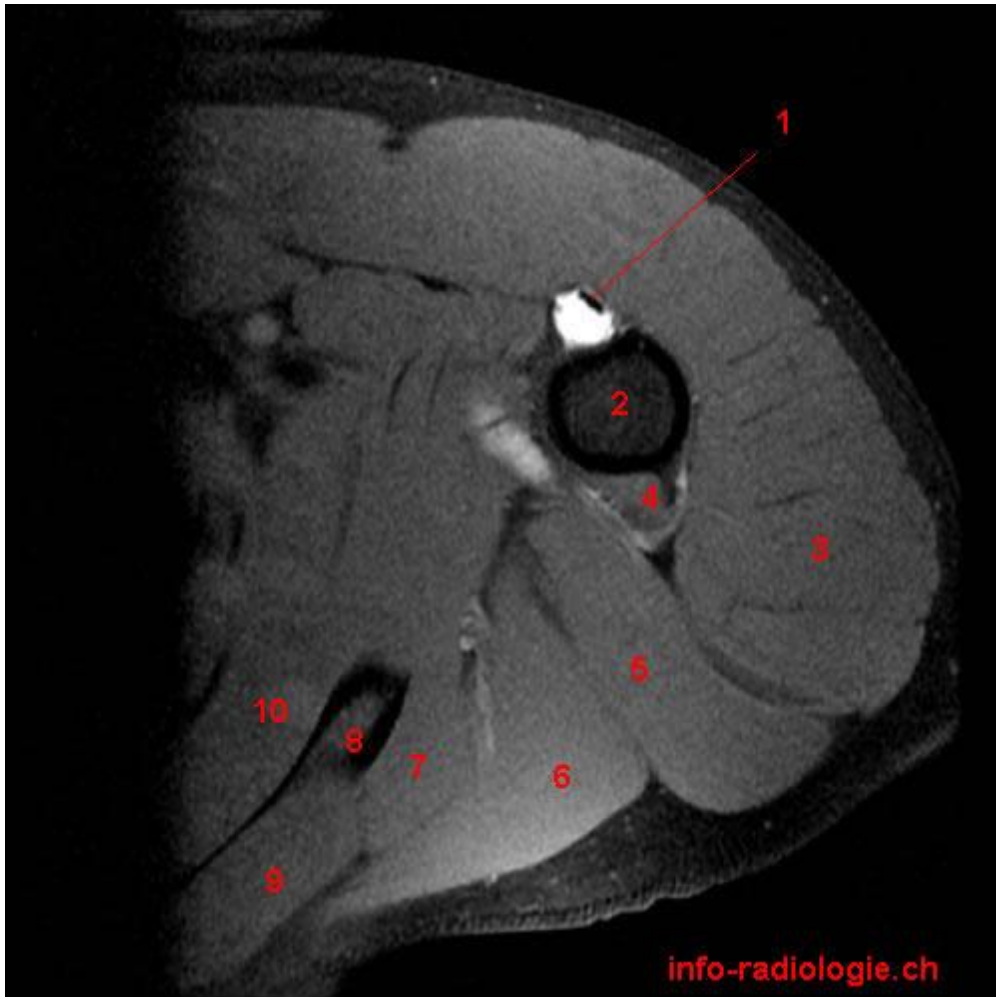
Arthro-IRM de l'épaule: coupe axiale
